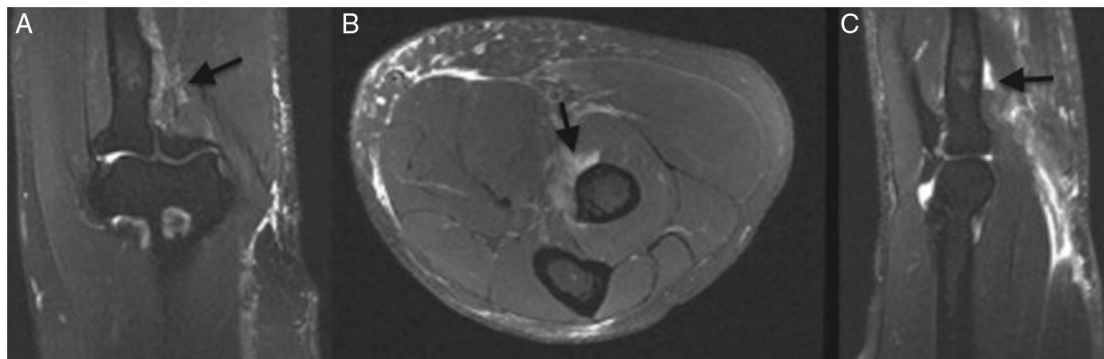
Ressonância magnética ponderada em T2, com supressão de gordura, de antebraço após a lesão, que evidencia ruptura completa do bíceps distal (setas). A, corte coronal; B, corte axial; C, corte sagital.
